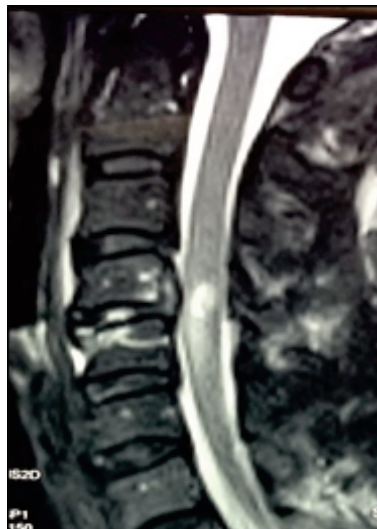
IRM cervicale avec reconstruction sagittale en séquences T2 montrant hernie discale C4-C5 avec hypersignal médullaire
